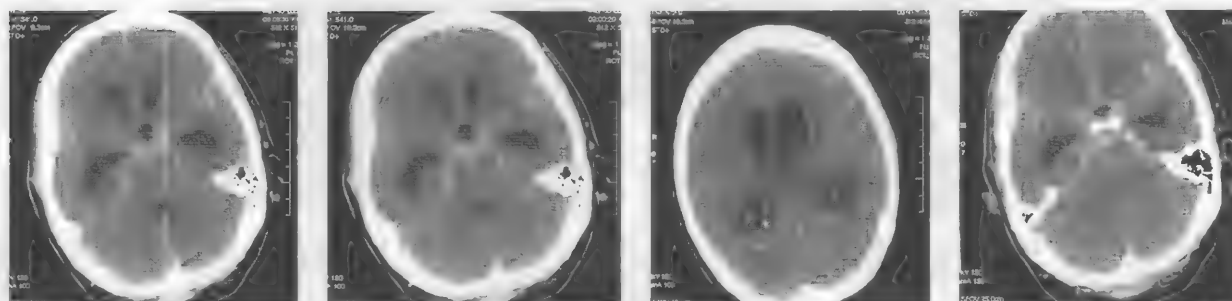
КТ. Массивное субарахноидально-желудочковое кровоизлияние. Окклюзионная гидроцефалия
